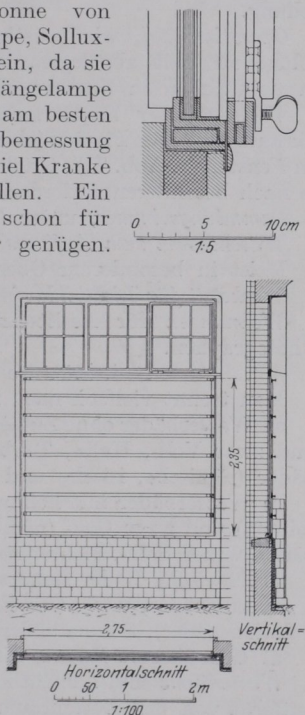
Hamburg. St. Georg. Röntgenhaus. Fenster mit verstellbaren Halteplatten für Röntgenbilder.
